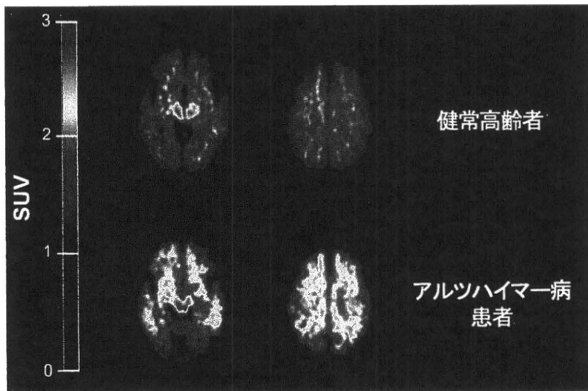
健康高齢者およびアルツハイマー病患者脳における  $^{11}\text{C}$ BF-227-PET画像
